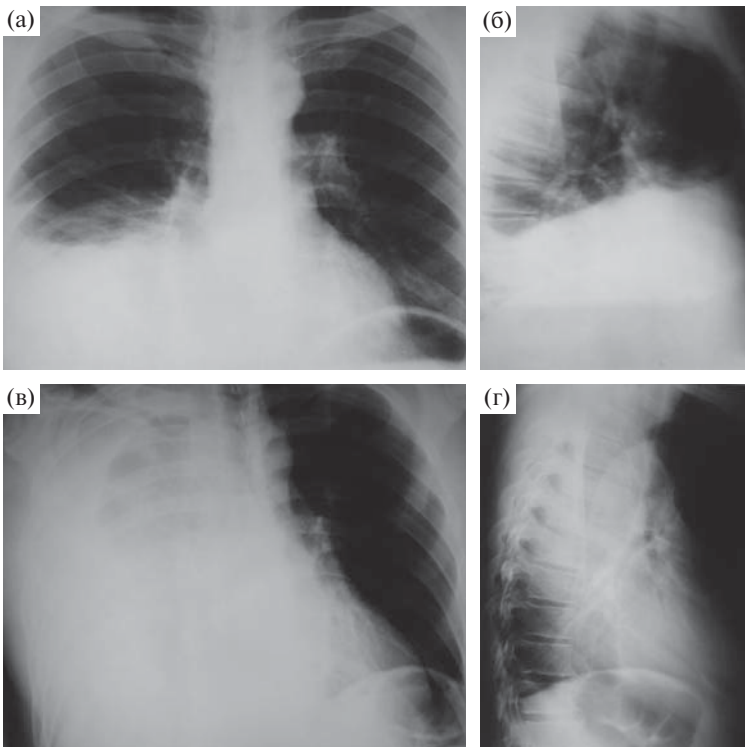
Гемоторакс при повреждении межреберной артерии. Рентгенограммы органов грудной полости: после поступления в больницу (а, б); через 4,5 ч после транспортировки в специализированный центр (в, г). а, в — прямая проекция; б, г — боковая проекция.
